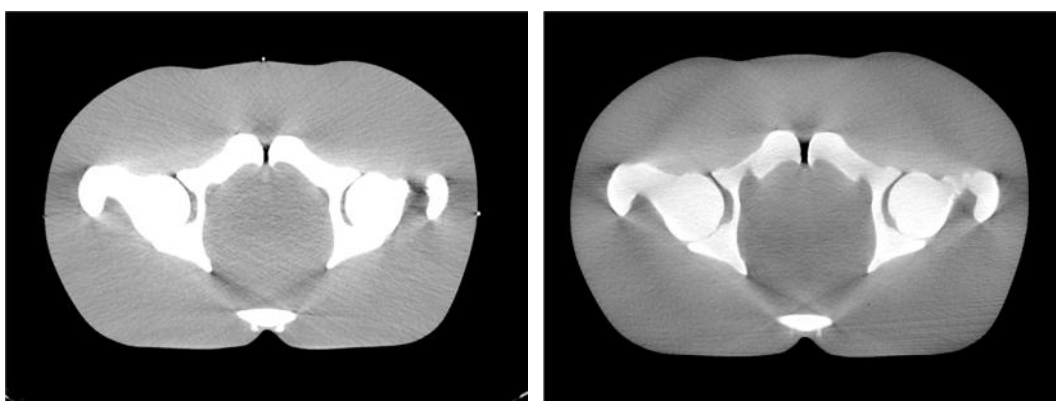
Imagens de Tomografia Computorizada (TC) (esquerda) e *Cone-Beam Computed Tomography* (CBCT) (direita) do fantoma da The Phantom Laboratory®.
